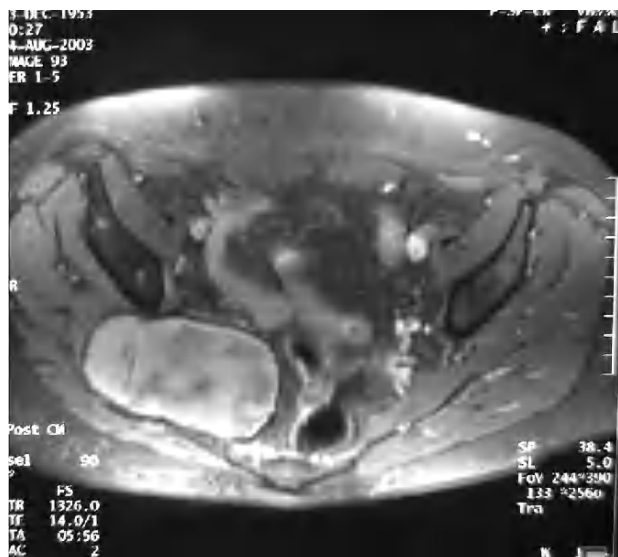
Resonancia magnética de leiomioma, extensión. Imagen que muestra la masa tumoral intrapélvica que infiltra parcialmente el sacro y la articulación sacroilíaca con extensión a la región glútea.
